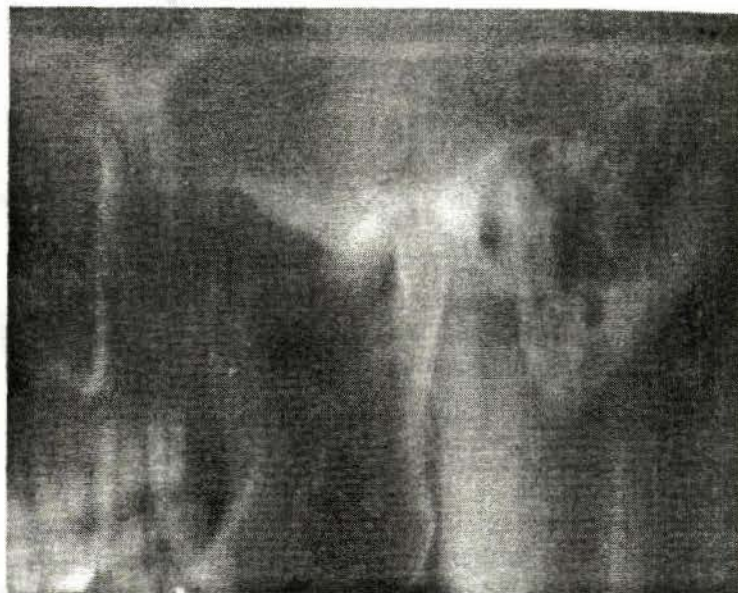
Tomografia articulației temporomandibulare.
